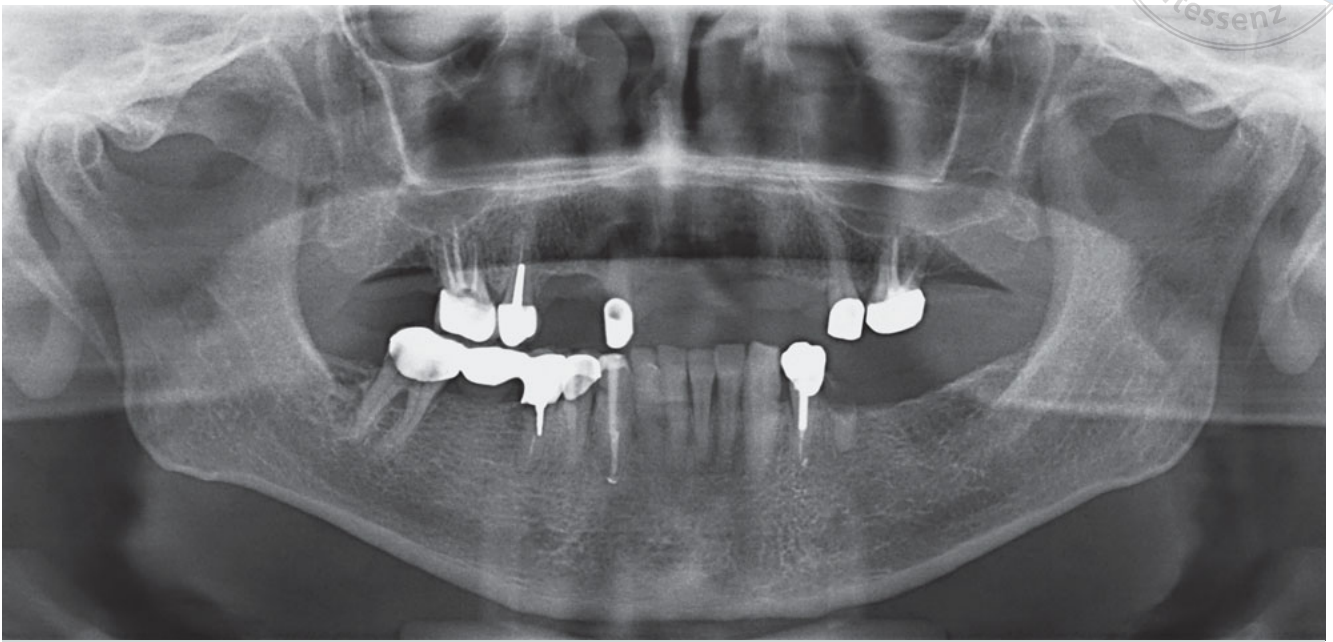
Planung: Orthopantomogramm (OPG) mit nicht erhaltungswürdigen Zähnen 12, 45 und 47.
